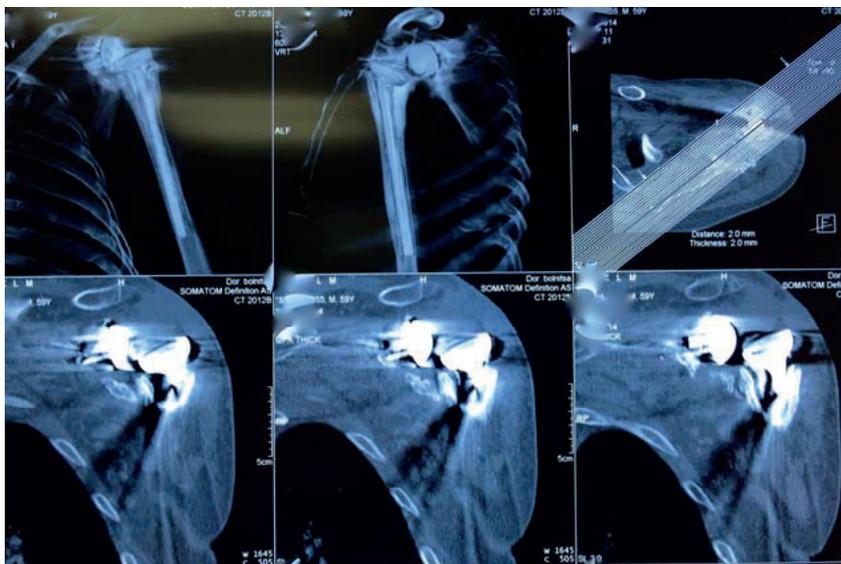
Компьютерная томограмма пациента В., 59 лет, в отделении травматологии и ортопедии
